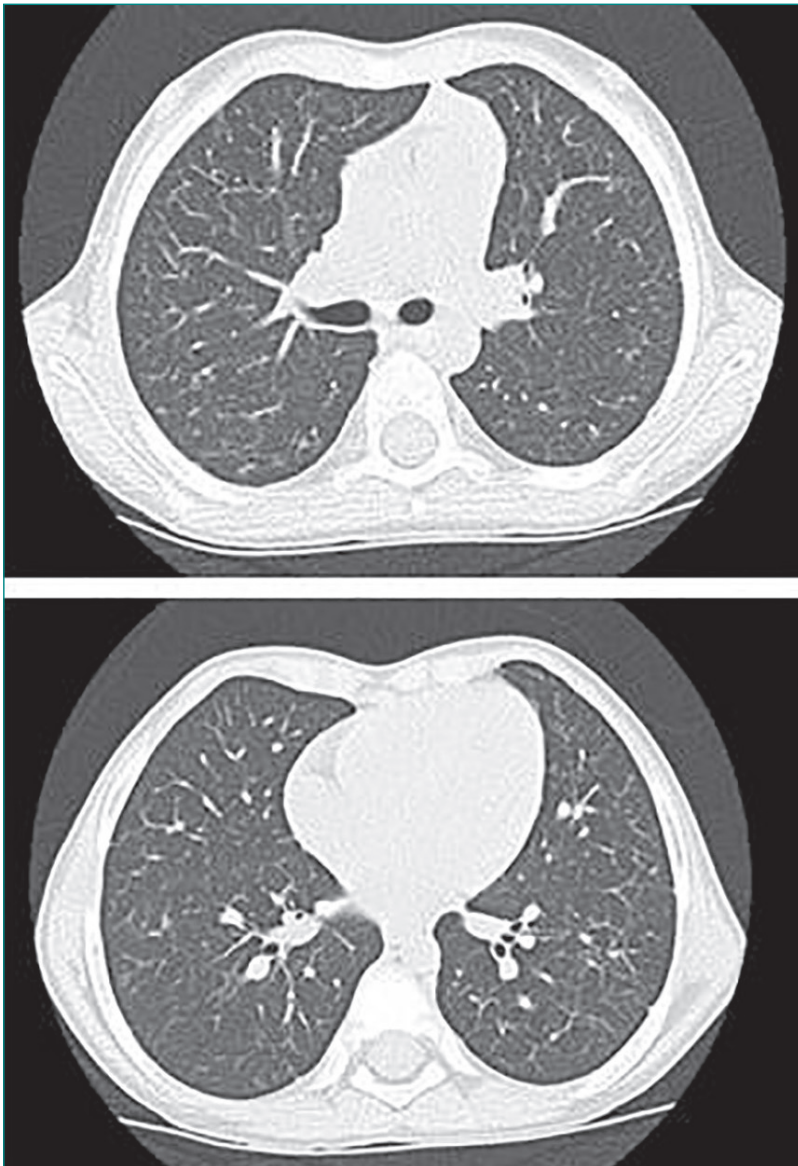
HRCT del torace effettuata al termine del trattamento che evidenzia detersione degli addensamenti precedentemente documentati bilateralmente e minima persistenza di piccole aree a vetro smerigliato.
